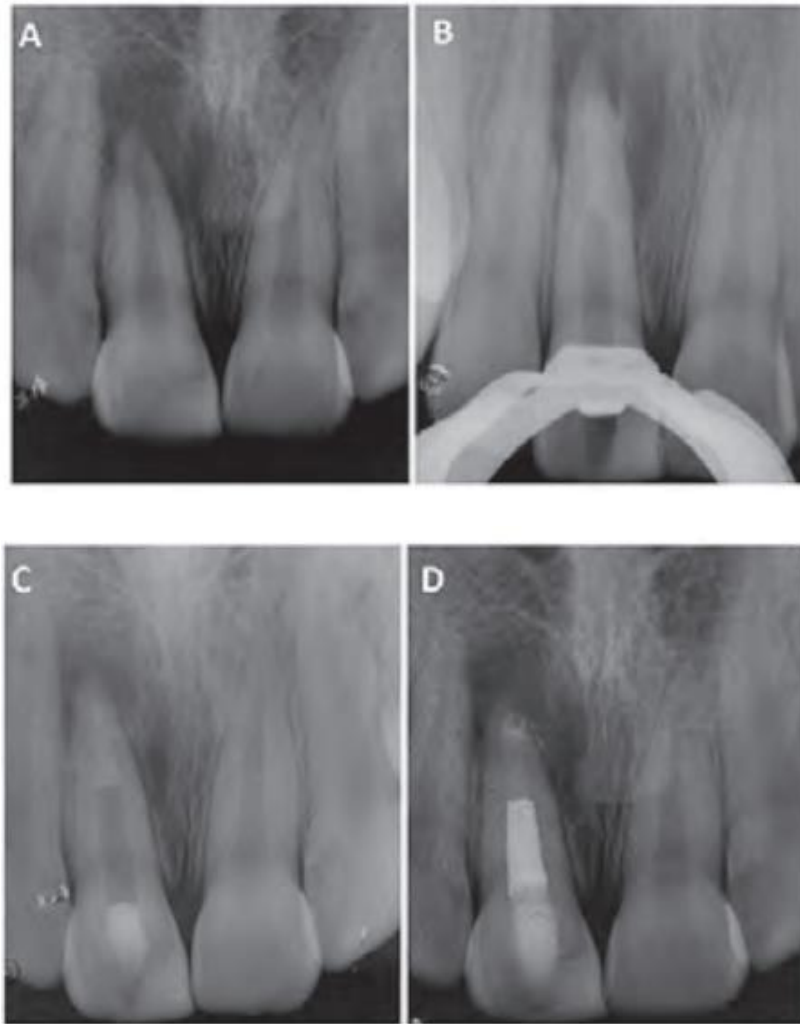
Incisivo central superior diagnosticado con necrosis pulpar asociado a traumatismo denta. A)Radiografía inicial, se observa apice abierto. B)Formación de un tope apical con Biodentine. C)Control radiografico una semana despues. D)Relleno del canal con gutapercha (Casi clinico del Dr. Aldo Lizana Pais).¹
